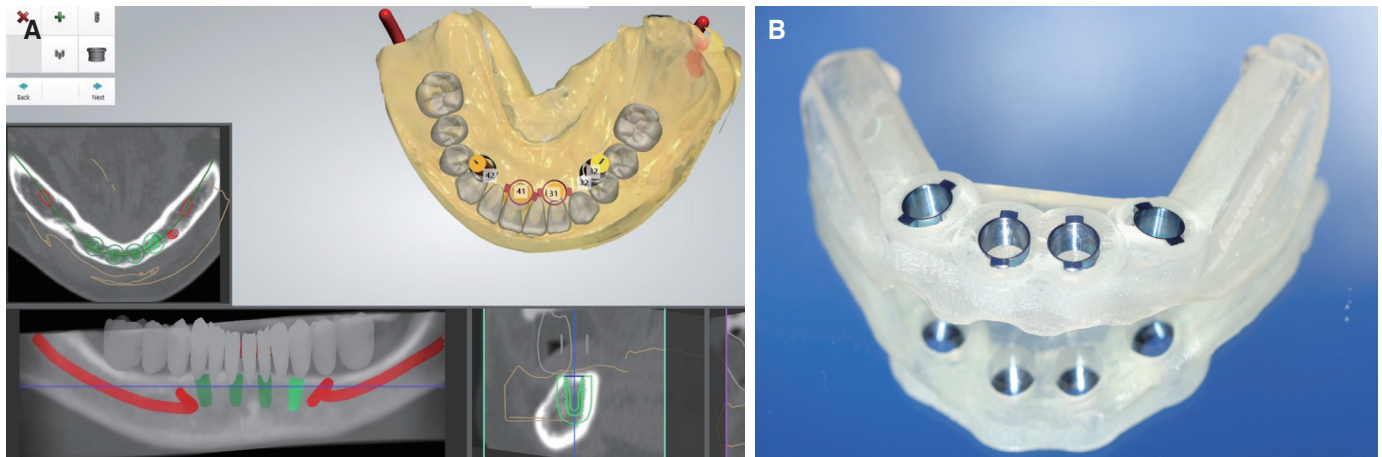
(A) Superimposition CT and scan images, (B) Surgical guide.
